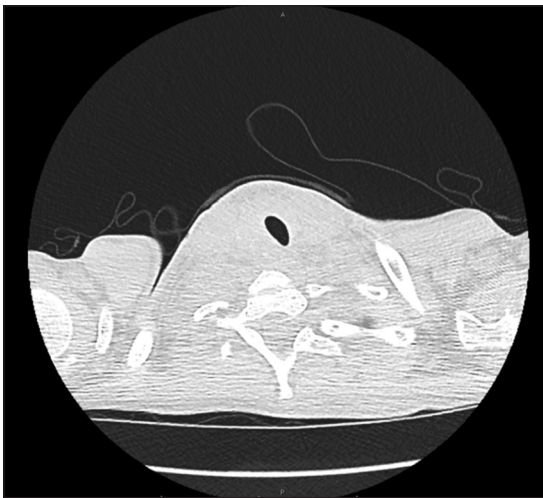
Tomografía de cuello que muestra masa tiroidea con efecto de masa sobre la tráquea.
